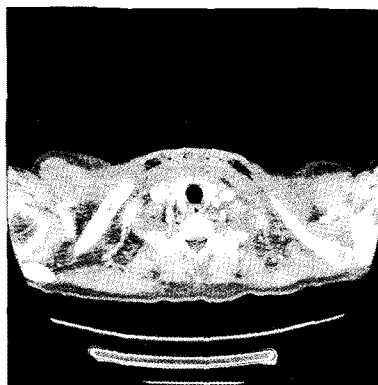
Chest computed tomography scan of the case 1 patient (clavicular level). Image show diffuse soft tissue swelling, skin thickening on upper portion of anterior chest wall with fascial thickening and enhancement. Subcutaneous area shows scattered air density and fluid density (gas formation).
